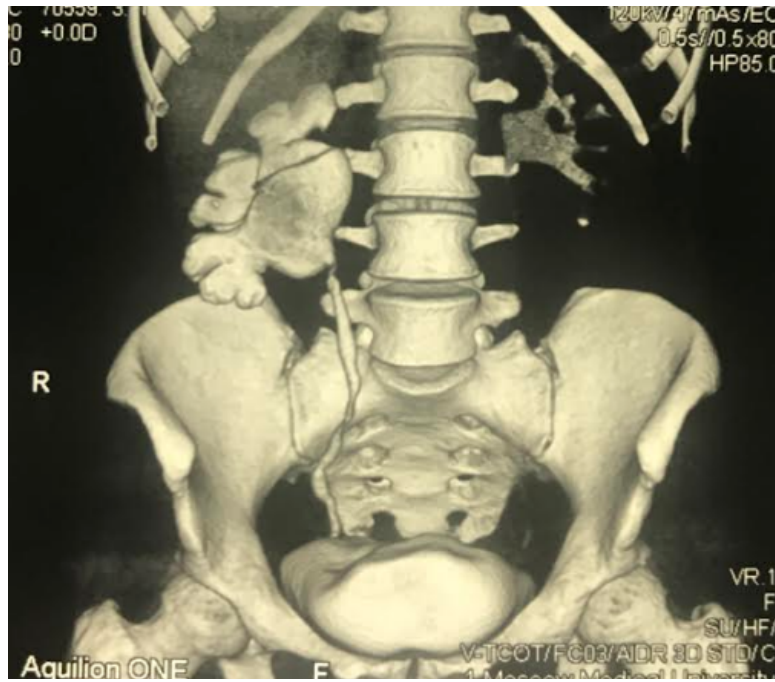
Подозрение на стеноз пиелoureтерального анастомоза по данным отсроченной МСКТ урографии
